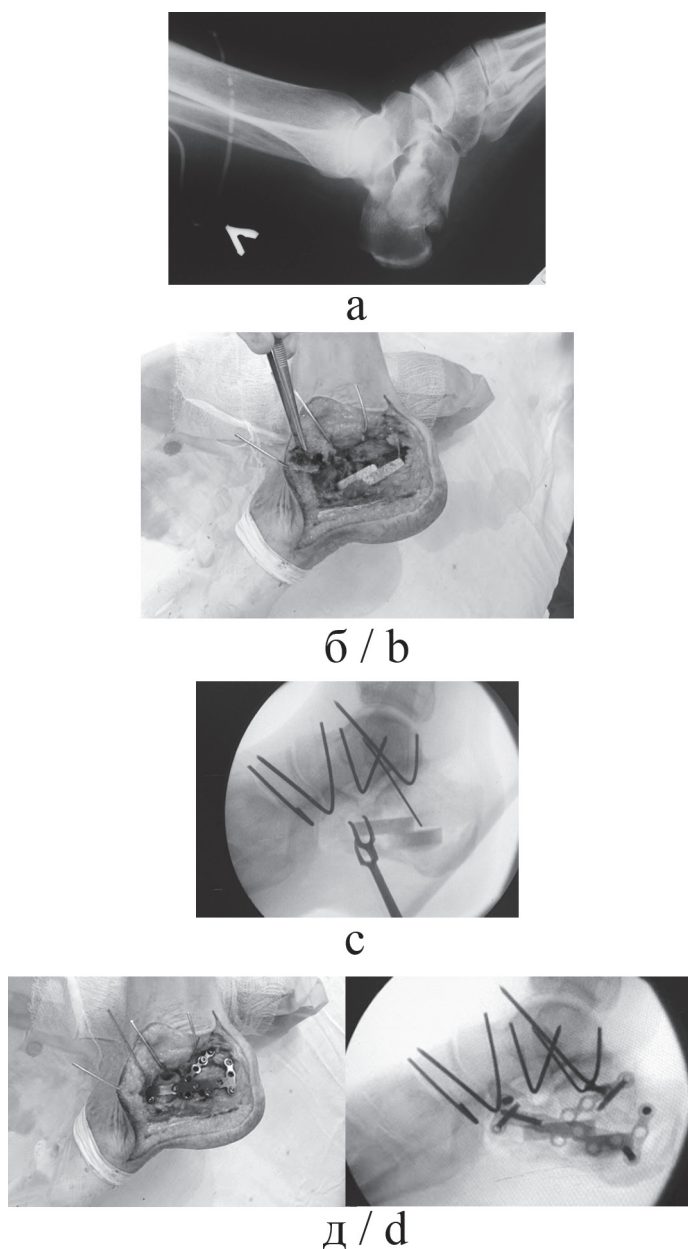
Боковая рентгенограмма левой стопы в день поступления (а) и этапы операции больного С., 55 лет (б — выполнена репозиция перелома и пластика элевированного импрессионного дефекта bTCP; с — ЭОП контроль репозиции, восстановлены правильные рентгенометрические параметры пяточной кости; д — окончательная стабилизация перелома выполнена пластиной).
